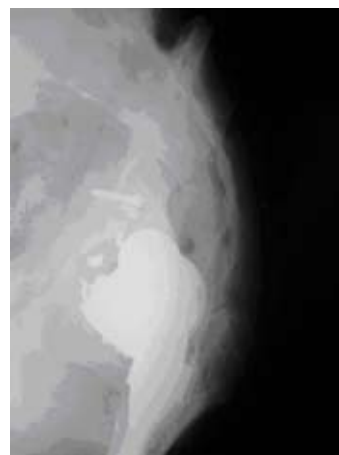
Рентгенограммы больной Г. до операции (переломо-вывих конструкции эндопротеза Виравова)
